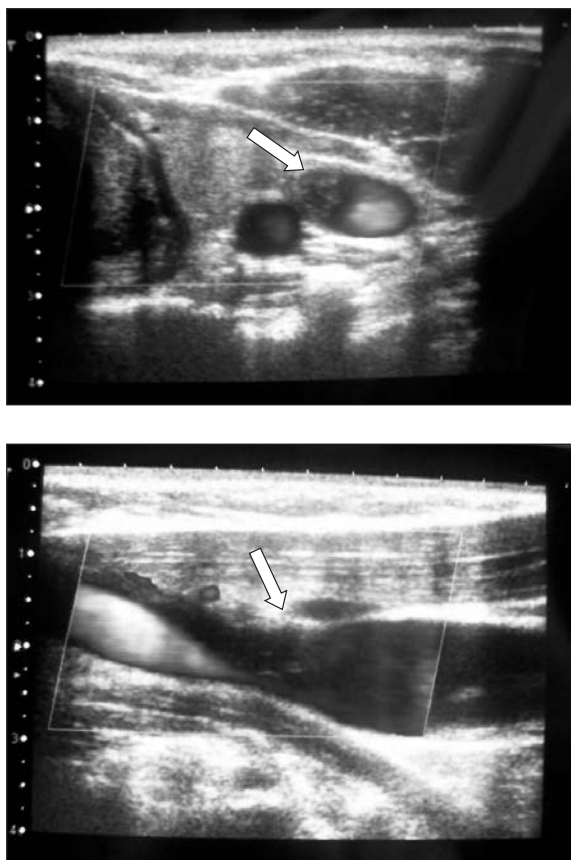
Ecografia cervical/doppler venoso mostrando trombo aderente na veia jugular interna esquerda.
